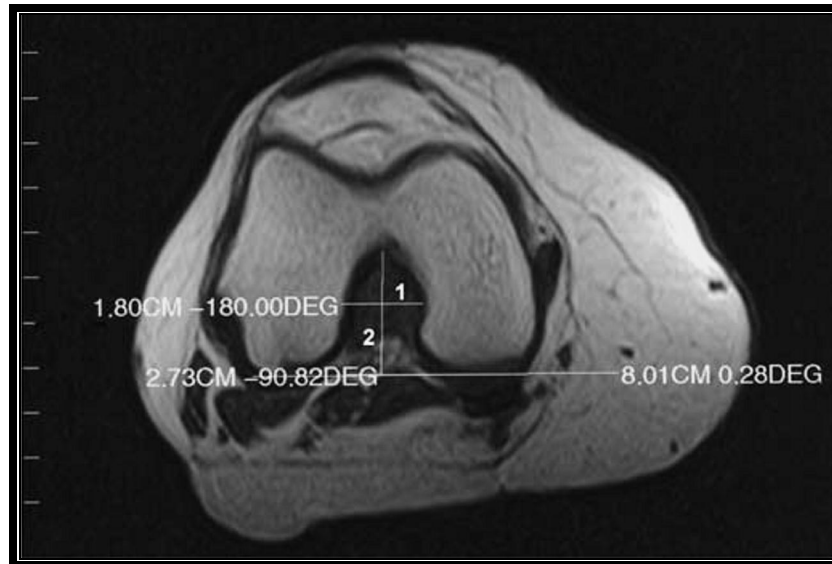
mensurations IRM de la largeur transverse maximale de l'EIC(ICW,ligne1) et de la hauteur maximale de l'EIC ICH,ligne2).¹⁰
